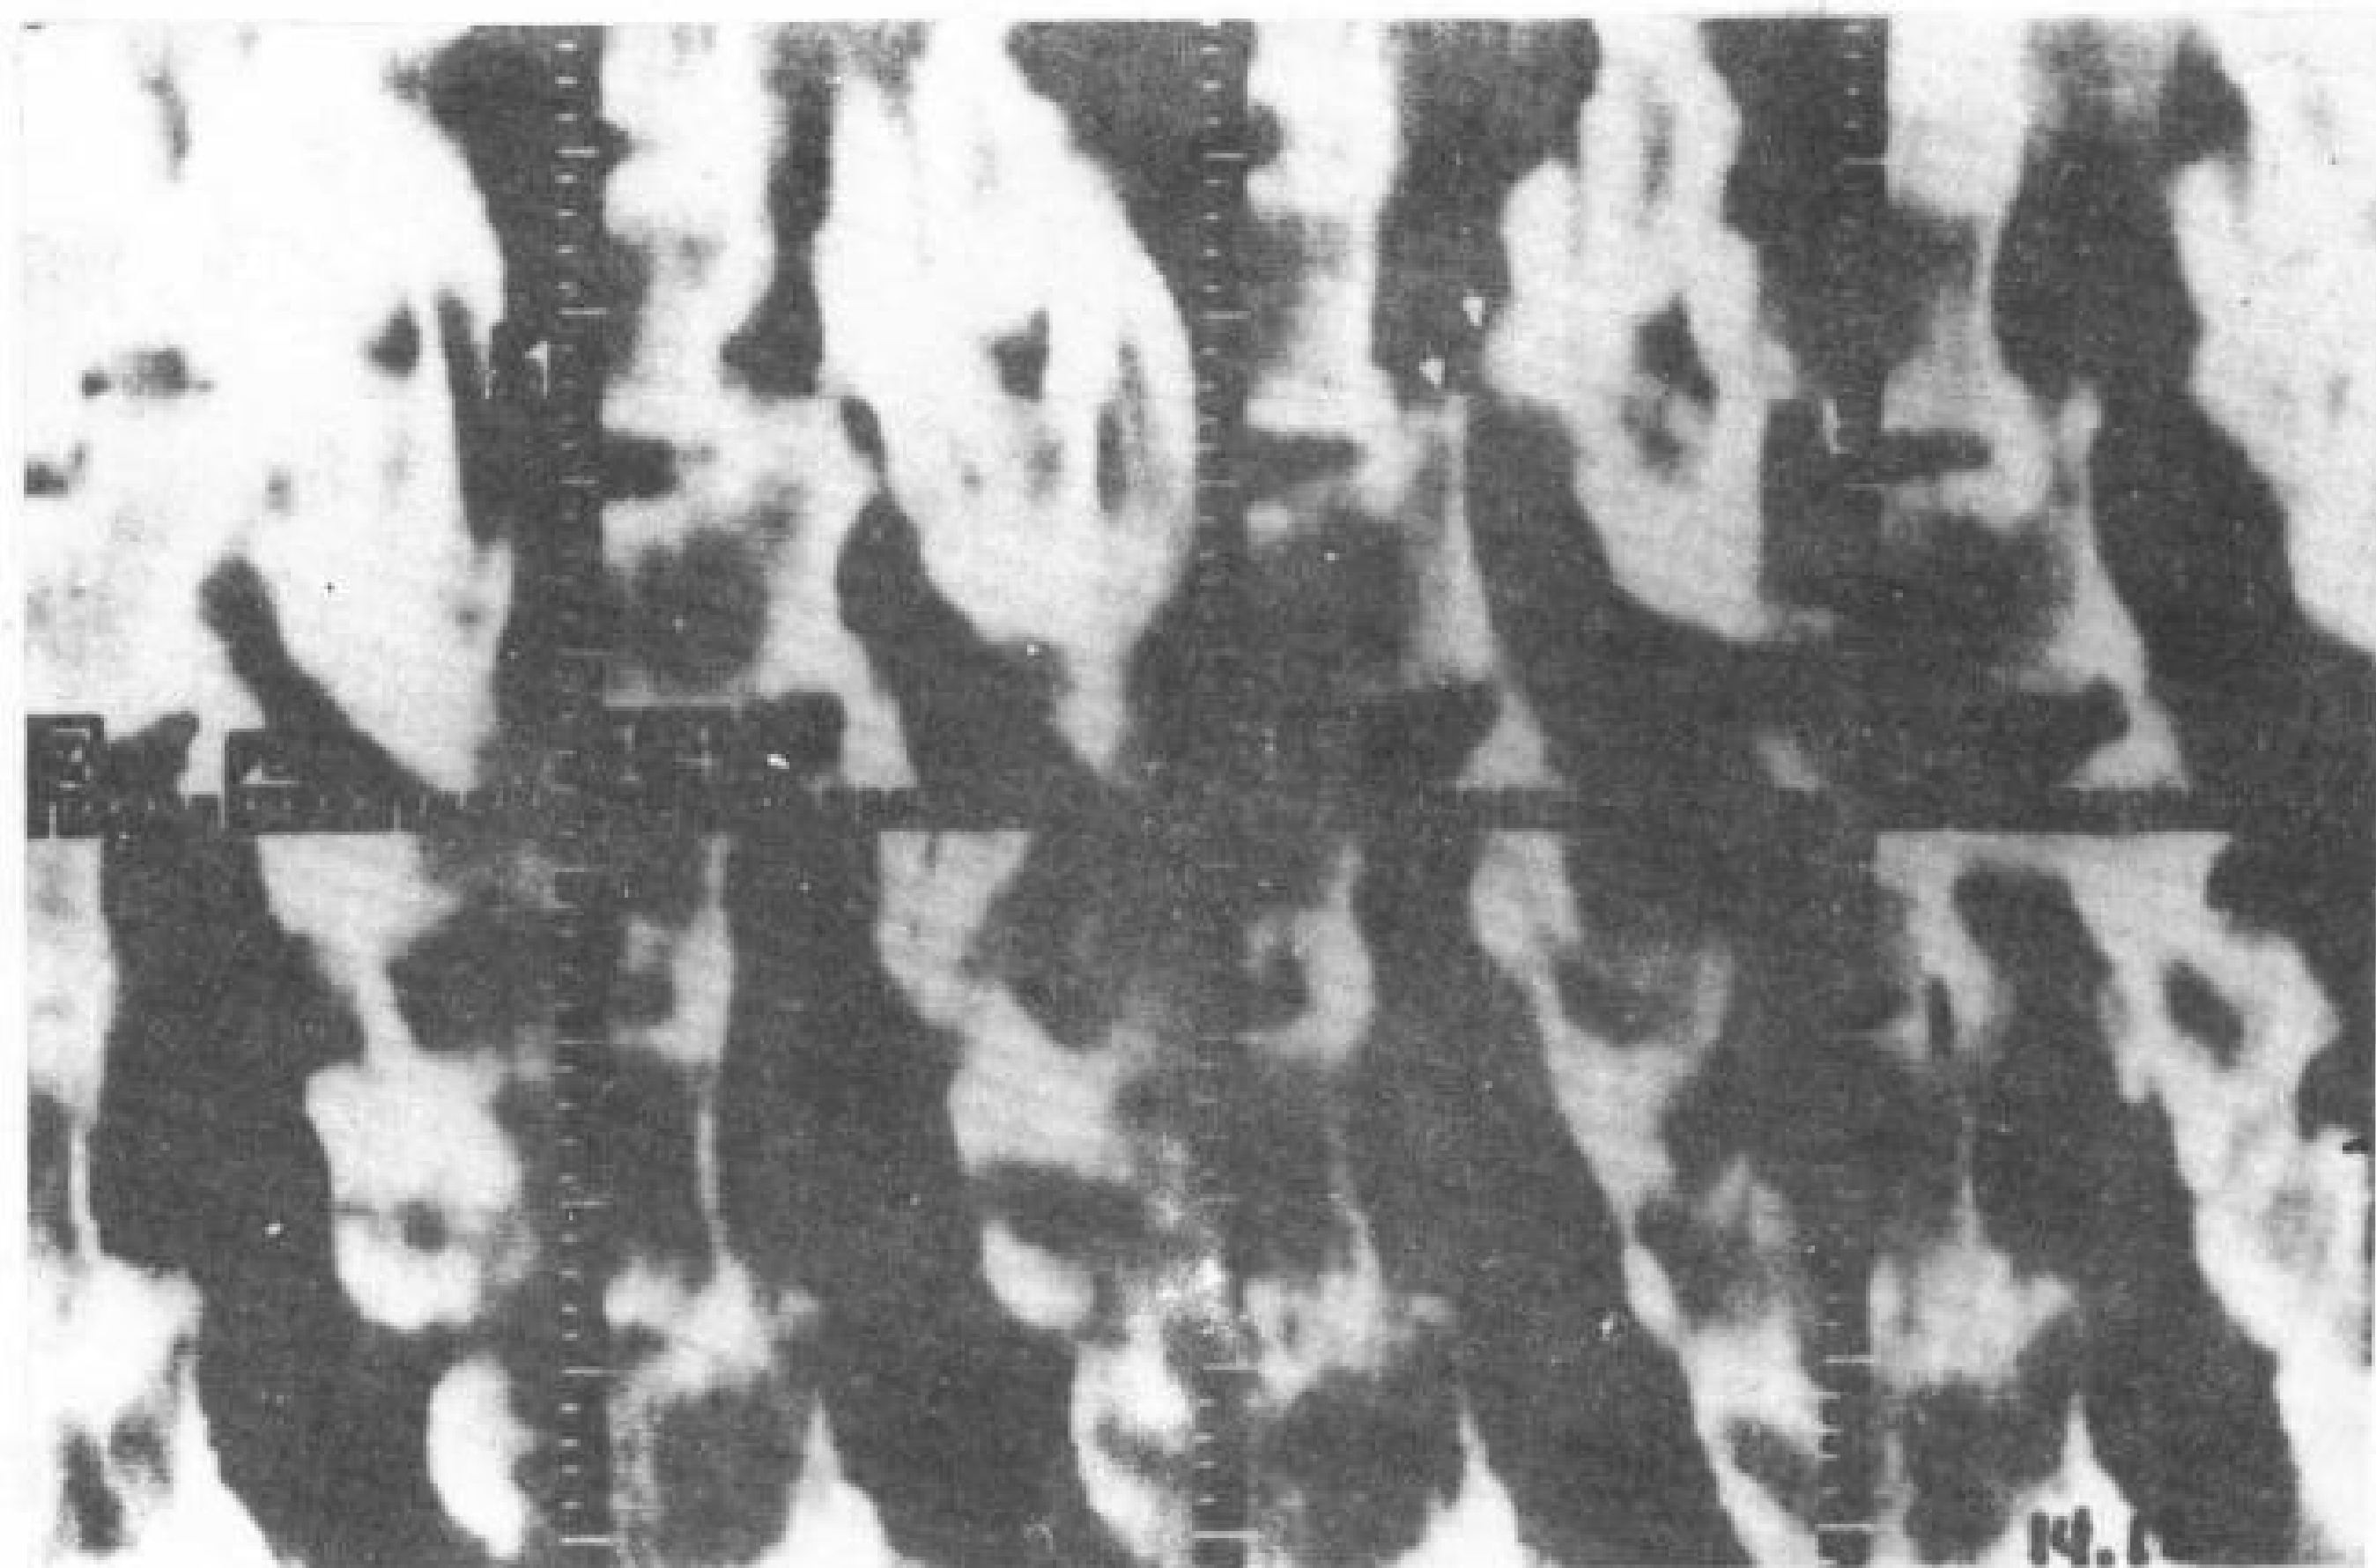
退行性变脊椎滑脱。重建矢状 CT 象, 在  $L_4 \sim L_5$  和  $L_5 \sim S_1$  椎间盘和  $L_4 \sim L_5$  关节突间关节内显示
